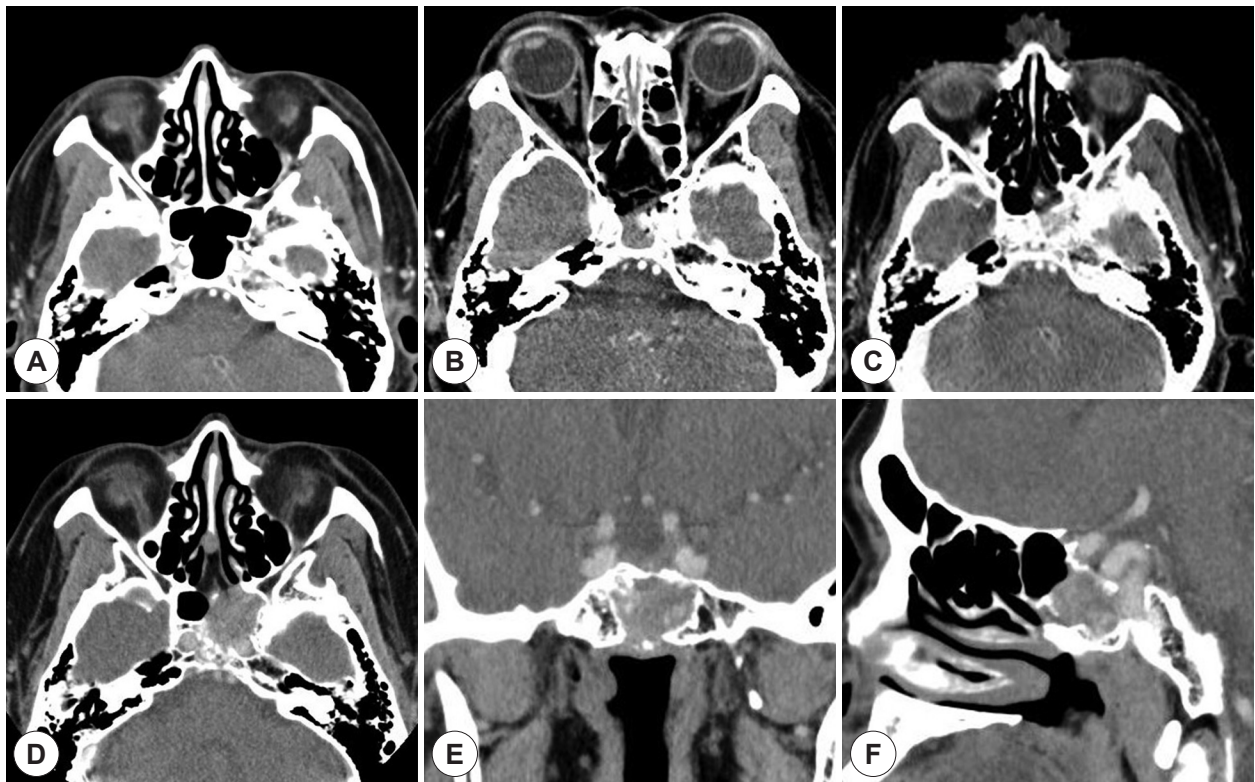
Initial and follow-up paranasal sinus computed tomography (PNS CT). (A) there is no abnormal finding in initial view of PNS CT. (B) After trans-sphenoidal operation, PNS CT shows that soft tissue density in left sphenoid. (C) Post-operative 5 years PNS CT shows that an increase in size compared to the previous CT image without bony erosion. (D) Post-operative 11 years PNS CT shows that inhomogeneous density mass in left sphenoid sinus has found markedly size increase with internal carotid artery area infiltration and bony destruction was found to lateral sphenoid bone and partially bony erosion to sella turcica. (E) Coronal view of PNS CT (F) Sagittal view of PNS CT.
